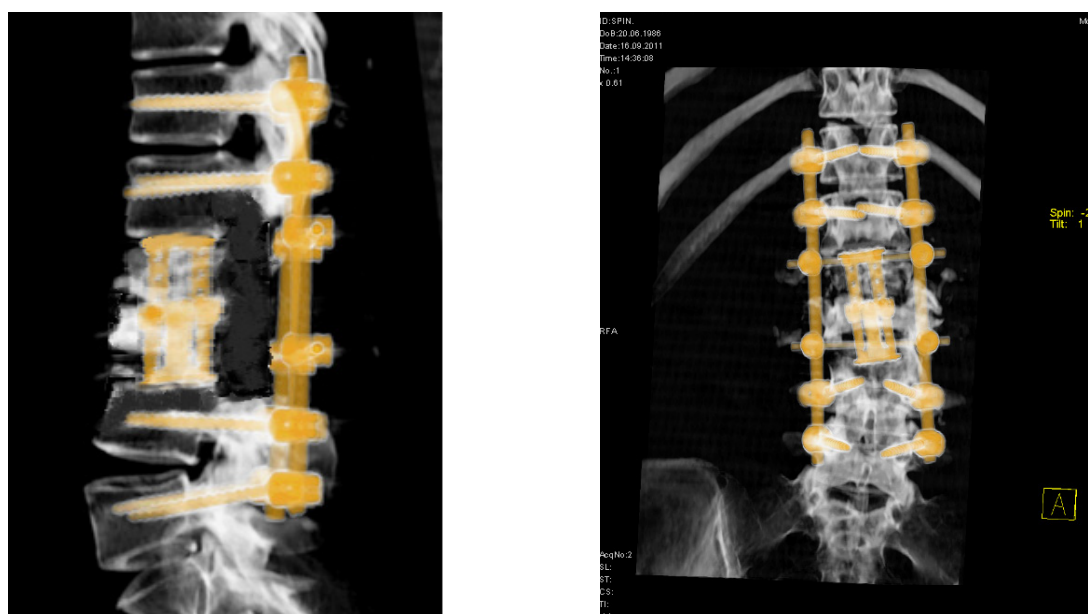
КТ томограммы пациента Н. в послеоперационном периоде
